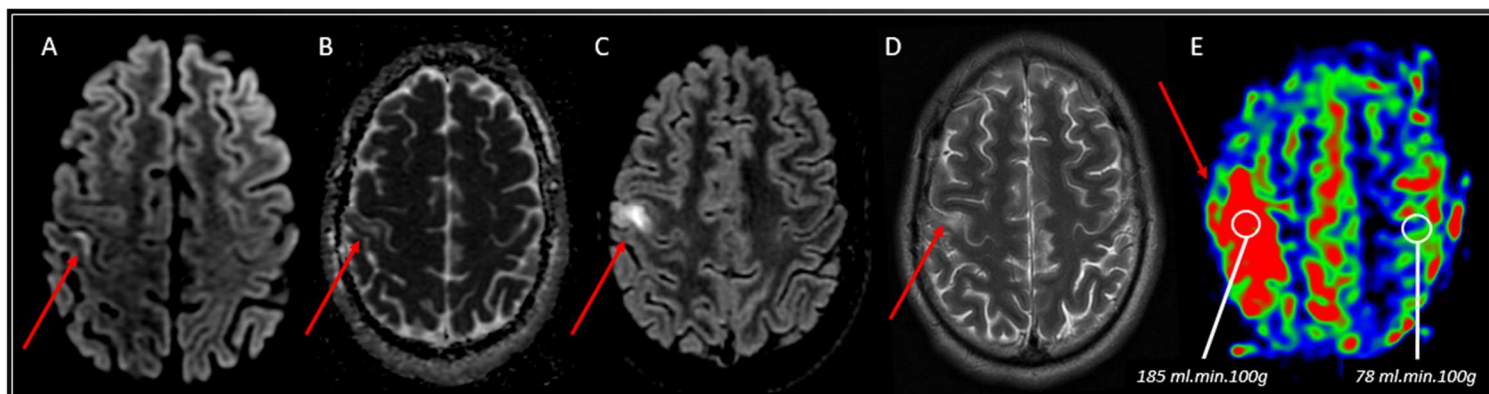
Jeune homme de 16 ans. Deux épisodes de clonies de l'hémicorps gauche. Céphalées depuis une semaine. IRM réalisée à H24 de la première crise. Mutation MELAS connue
